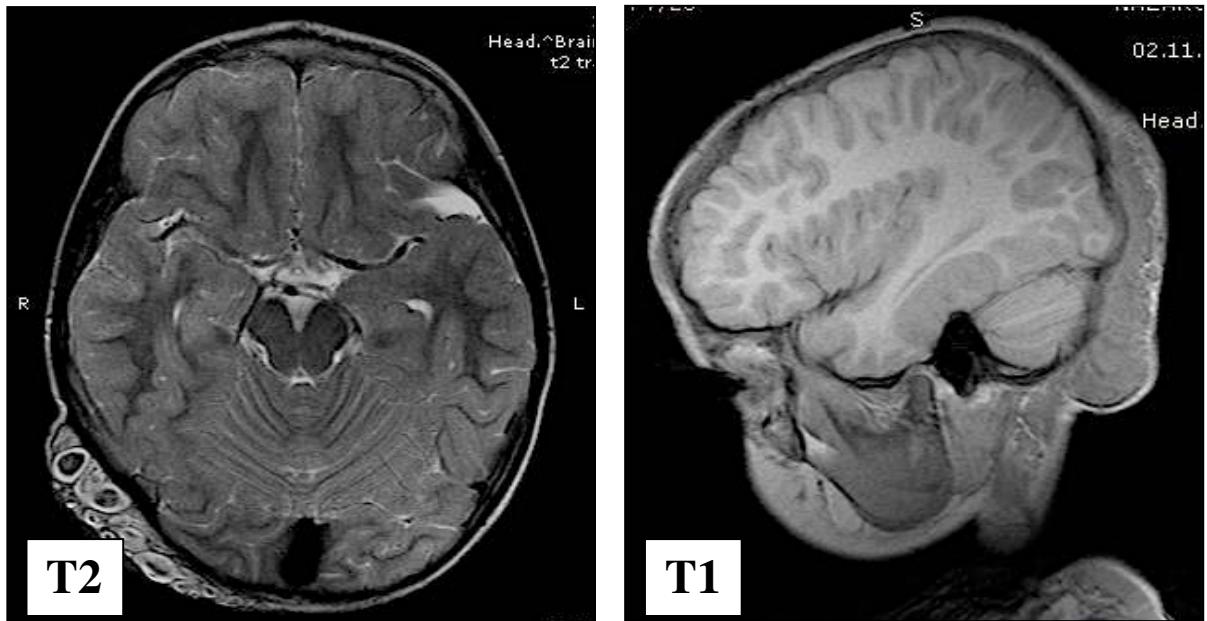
МРТ исследование (T2 и T1) пациента с синдромом Яффе-Кампаначи. В затылочной области справа мягкотканное образование неоднородной структуры.
